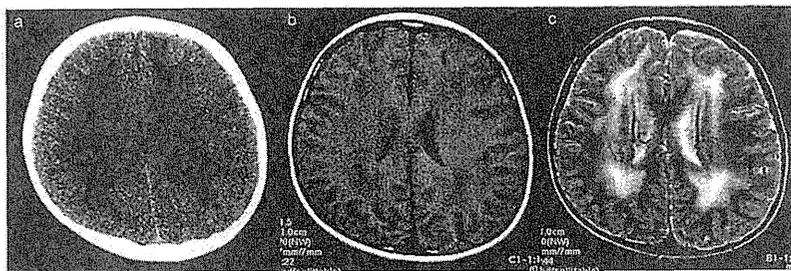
メロシン欠損型先天性筋ジストロフィーの頭部 CT と MRI
